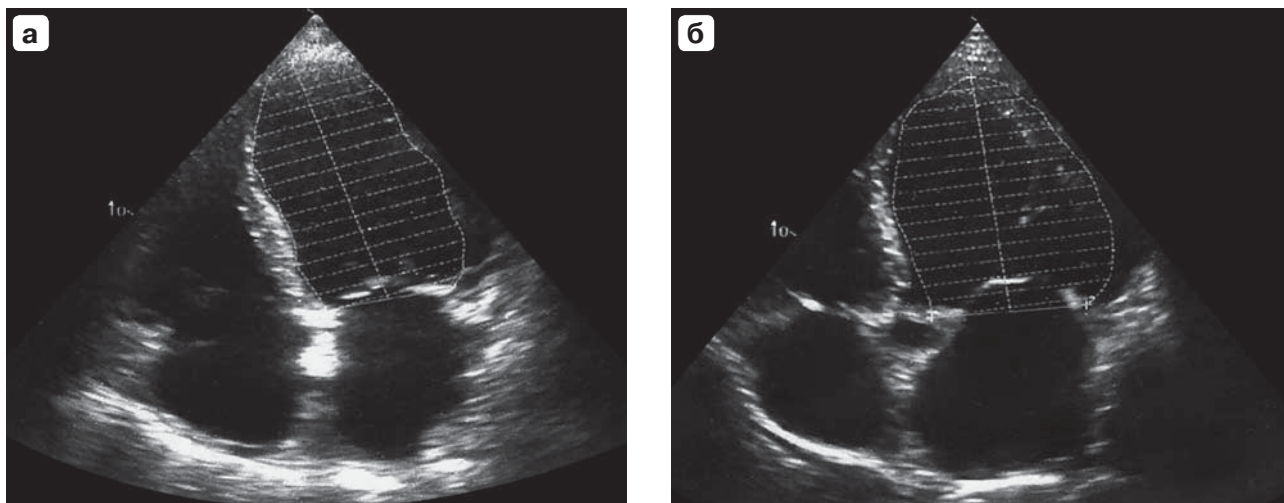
Эхокардиограммы пациента Т. на 2-й день стационарного лечения (а) и через 2 нед (б), четырехкамерная позиция (пояснения в тексте).
